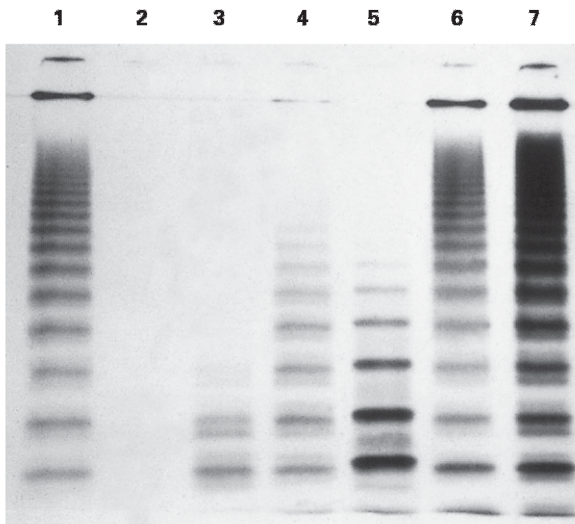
Autorradiografía del análisis electroforético de los patrones multiméricos del factor de Von Willebrand (FVW). Los multímeros de peso molecular más elevado aparecen en la parte alta del gel. El patrón normal con numerosos multímeros grandes y un patrón en triplete visible en los multímeros más pequeños se muestra en el carril 7. Los carriles 1 y 6 son más compatibles con la EVW tipo 1 en la que existe una disminución generalizada en el número de multímeros pero el patrón de tripletes normal se mantiene. En el carril 2 no se detecta FVW, lo que indica una EVW tipo 3. Los carriles 3 y 5 muestran tanto anomalías de la cantidad de FVW como en el patrón de multímeros, lo cual es indicativo de un tipo 2 A. En el carril 4 hay una pérdida selectiva de los multímeros grandes típica de la EVW tipo 2B.
